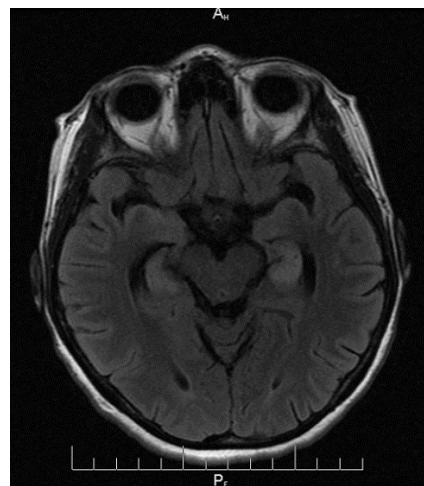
МРТ головного мозга от 02.11.2023 г. Режим T2 FLAIR. В проекции обоих гиппокампов визуализируется патологический MR-сигнал с нарастанием атрофии
